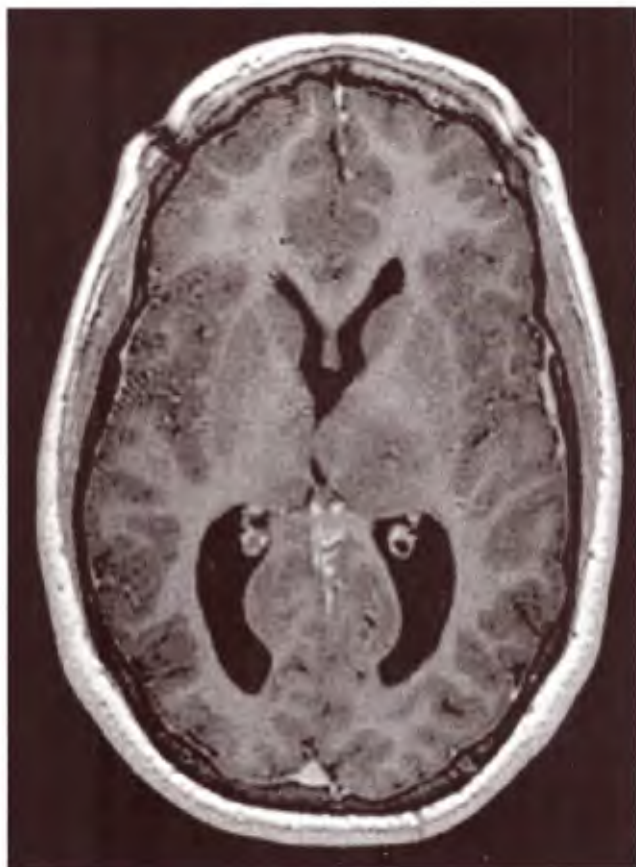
IRM de cerebro con contraste: lesión talámica izquierda sin realce con agente contrastado.
